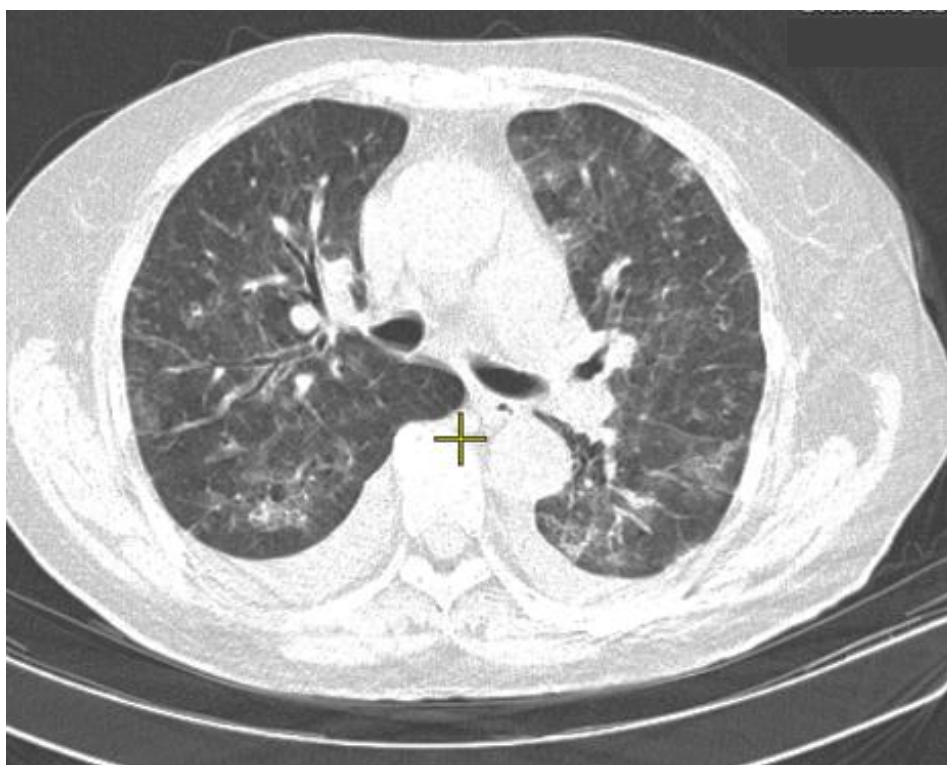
КТ ОГК. Вирусная пневмония. Симптом «матового стекла», инфильтративные изменения в обоих легких
